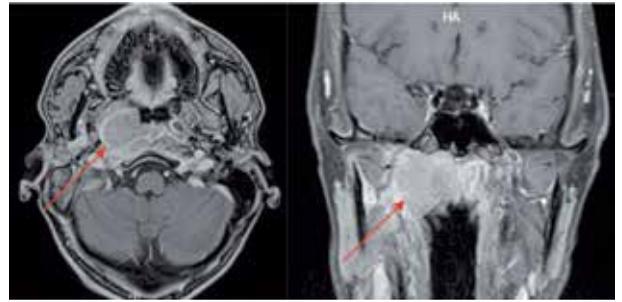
RM en difusión T1 con contraste en corte axial (izquierda) y coronal (derecha). Imagen que ocupa la pared lateral derecha de cavum, isointensa de aspecto heterogéneo con áreas de hipointensidad, que realza al contraste periférico.
